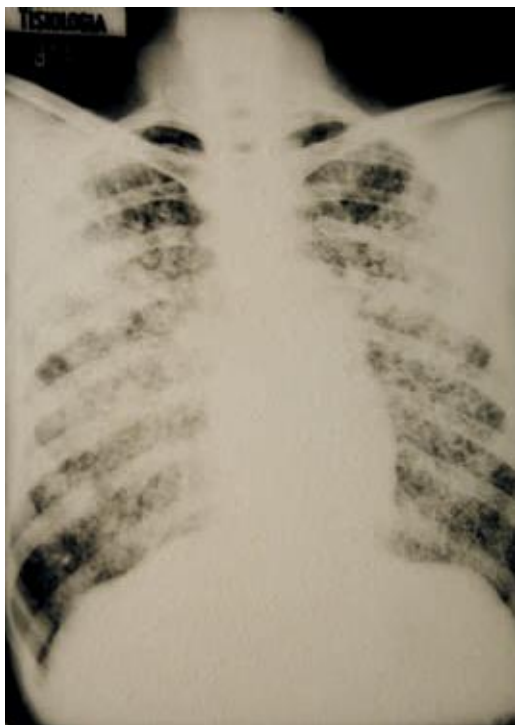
Radiografía de tórax de frente del paciente mostrando infiltrados micronodulilares bilaterales de aspecto miliar.
